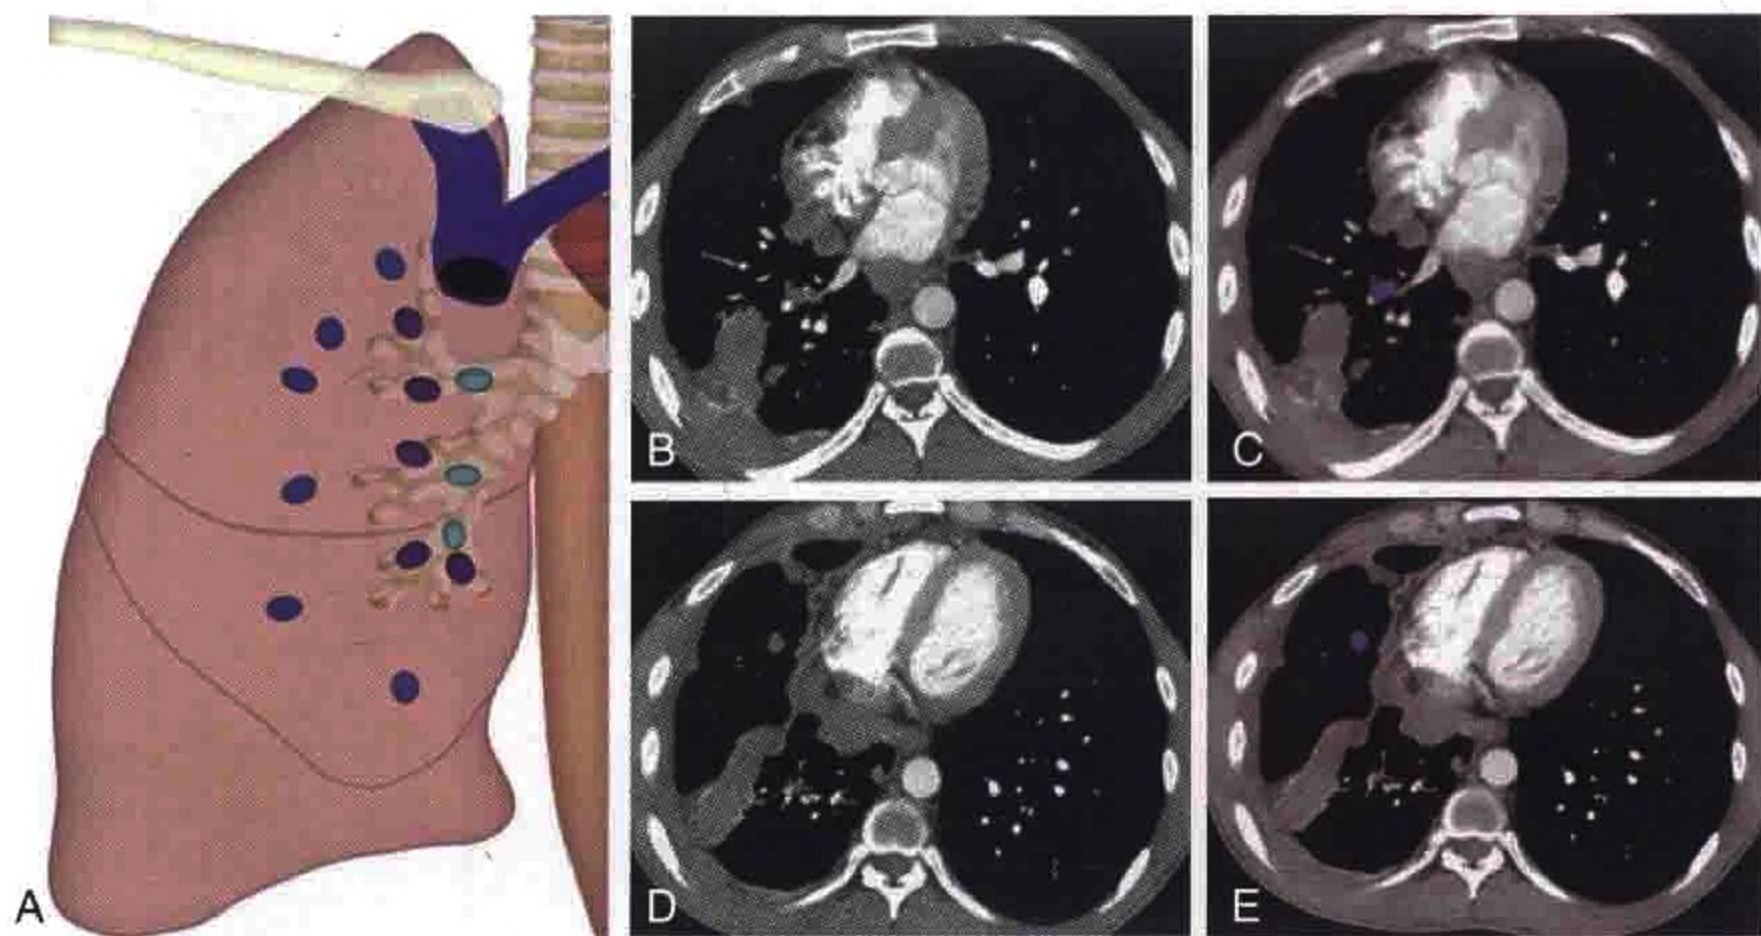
A. 用不同颜色标记显示肺门、肺段及亚段淋巴结的解剖位置及分布。B、C. 胸部横轴位 CT 扫描显示肿大的右侧肺段淋巴结（蓝色）。D、E. 胸部横轴位 CT 扫描显示肿大的右侧亚段淋巴结（蓝色）
